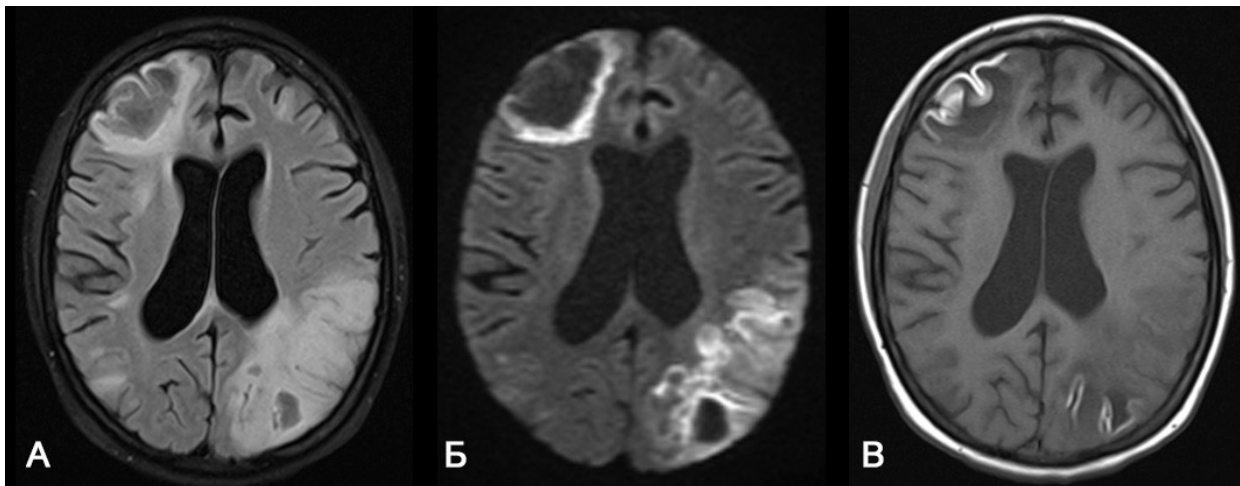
МРТ пациентки С. 28 лет с ПМЛ и ламинарным кортикальным некрозом. На T2 FLAIR (А) в субкортикальных отделах больших полушарий с 2х сторон участки повышенного сигнала от белого вещества, которые распространяются глубоко в субкортикальные отделы. На этом фоне определяются гипоинтенсивные области - зоны кистозной перестройки мозгового вещества. На DWI $b=1000$ (Б) в периферических отделах измененных участков сигнал повышен, что специфично для ПМЛ. На T1ВИ (В) сигнал от кортекса в правой лобной доле и левой теменно-затылочной области гиперинтенсивен за счет ламинарного кортикального некроза, что также типично для ПМЛ.
